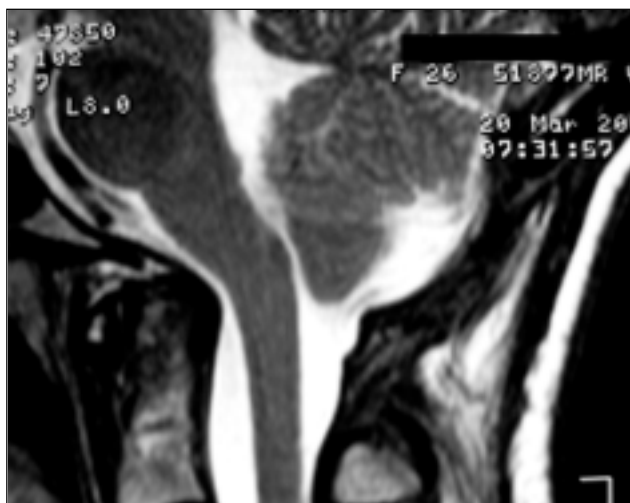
IRM sagital de cerebro ponderada en T2 que muestra la creación de una neocisterna luego de la descompresión cráneo espinal.
